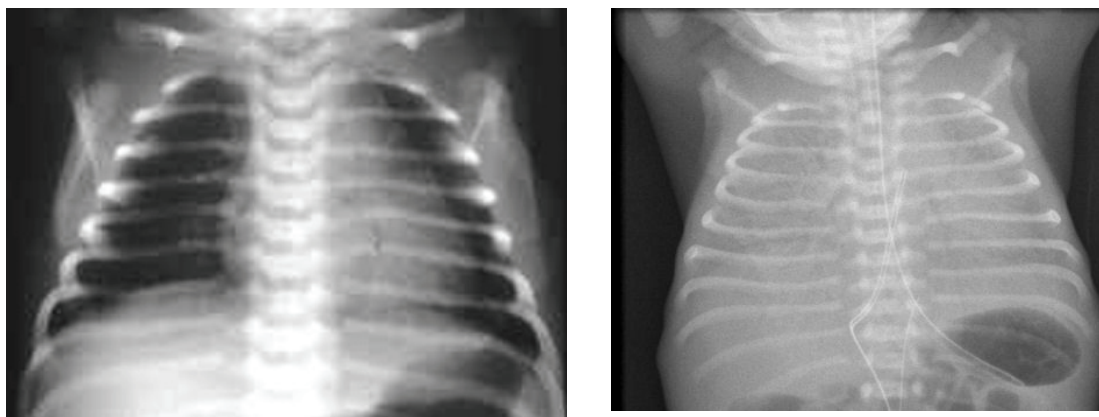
A (Esquerda). Radiografia de tórax normal de um recém nascido. B (direita) Radiografia de tórax de um recém nato com a síndrome da angústia respiratória do recém nato. Observar a opacificação e ausência quase total de ar nos pulmões.
